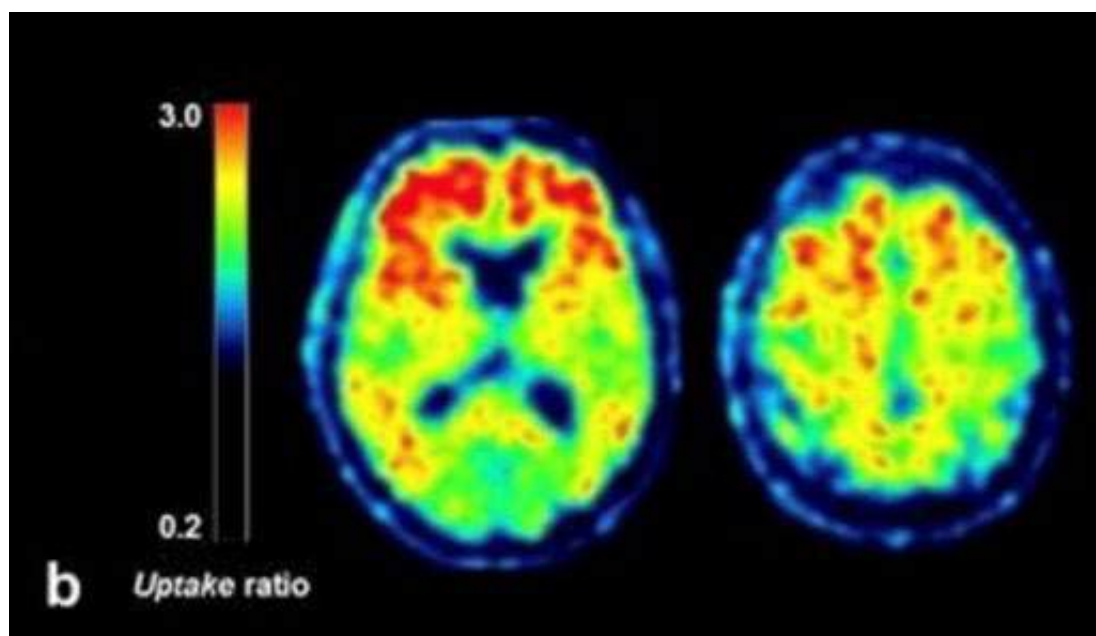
Die Amyloid-PET eignet sich, um Demenzformen voneinander zu unterscheiden.
